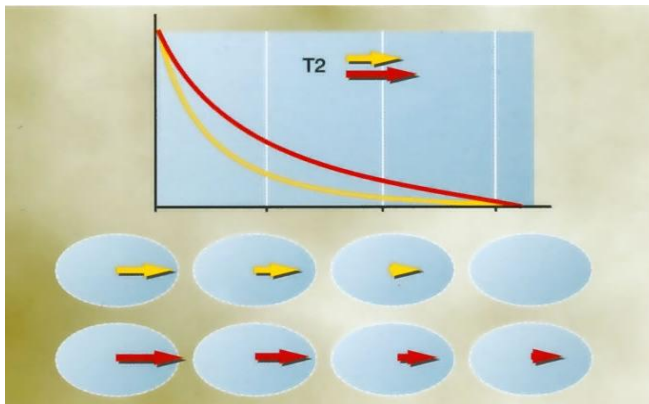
Curvas de relajación transversal T2. Tomado del Atlas de tecnología Resonancia Magnética de Javier Lafuente.
